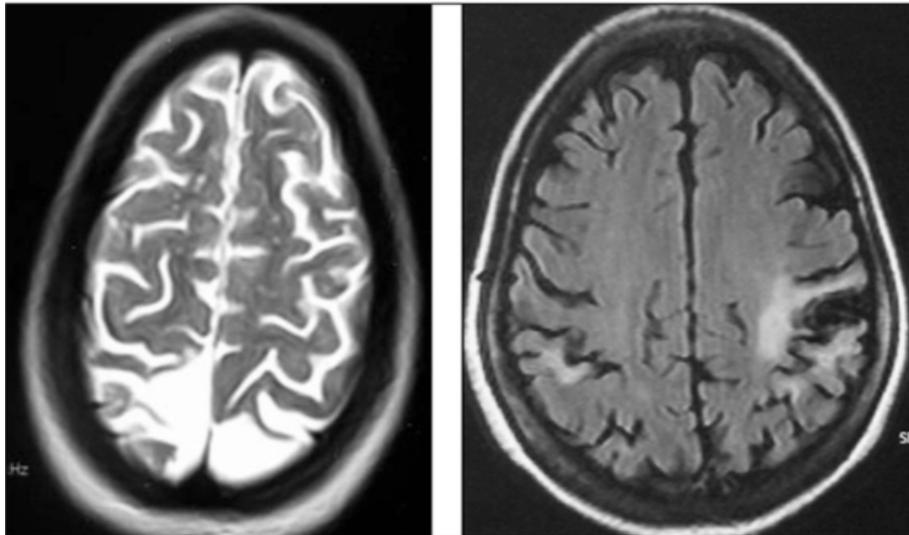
IRM cérébrale chez une patiente ayant un syndrome de Sneddon.
